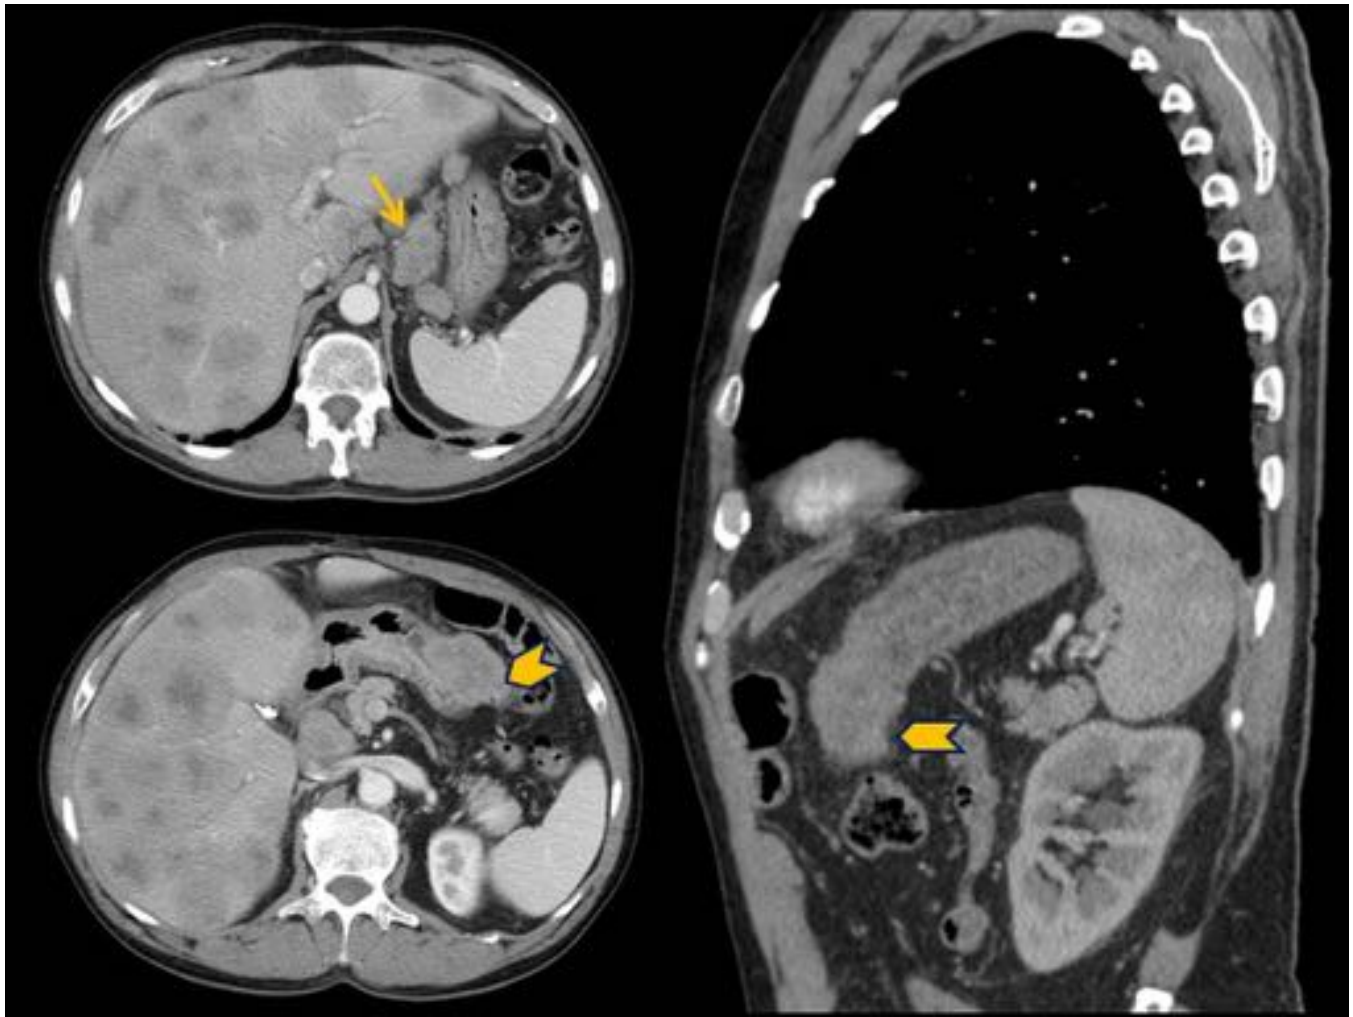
TNE gástrico. TC abdominal con adquisición en fase arterial tardía, reconstrucciones en plano axial y sagital. Engrosamiento irregular a nivel de fundus y cuerpo gástrico, con bordes irregulares y realce heterogéneo (punta de flecha.) Adenopatías patológicas en ligamento gastrohepático (flecha) y extensa infiltración hepática por metástasis.
